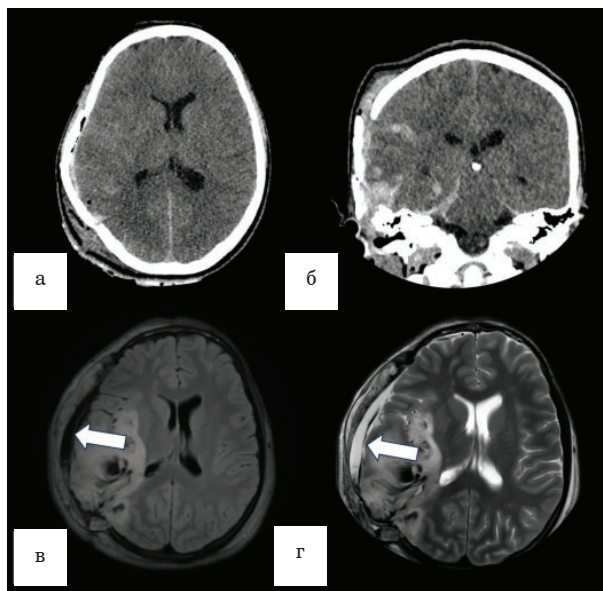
CT scans of the patient's brain upon admission: а – frontal section; б – axial section. Computed tomograms of the patient's brain after DC: в – frontal section; г – axial section. The arrow shows an increase in the hemorrhagic lesion in the early postoperative period
